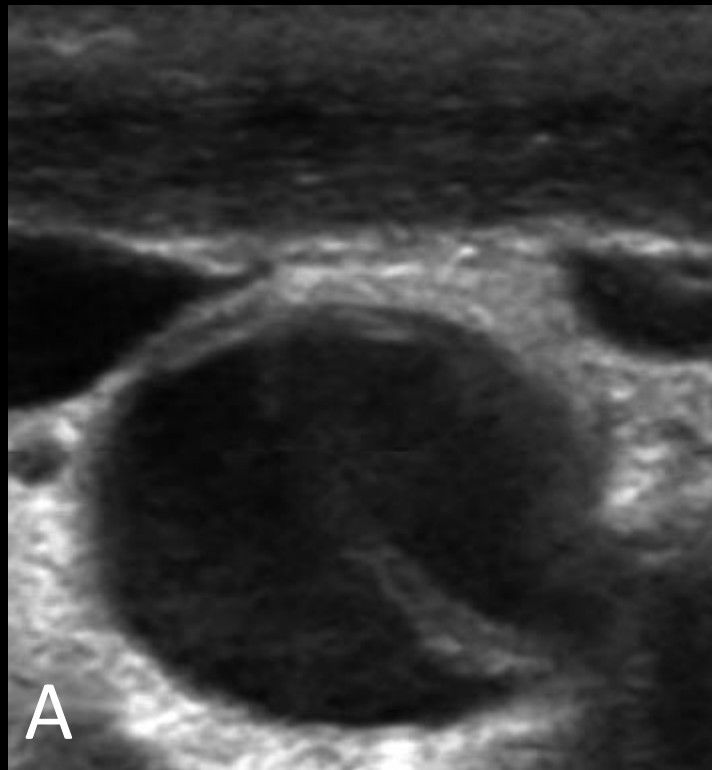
Corte transverso da carótida comum direita ao estudo ecográfico no modo B (figura A) e no Color Doppler (figura B) demonstrando dissecção arterial com duas luzes, havendo o sinal do Duplo Yin-Yang ao modo Doppler (figura B).
